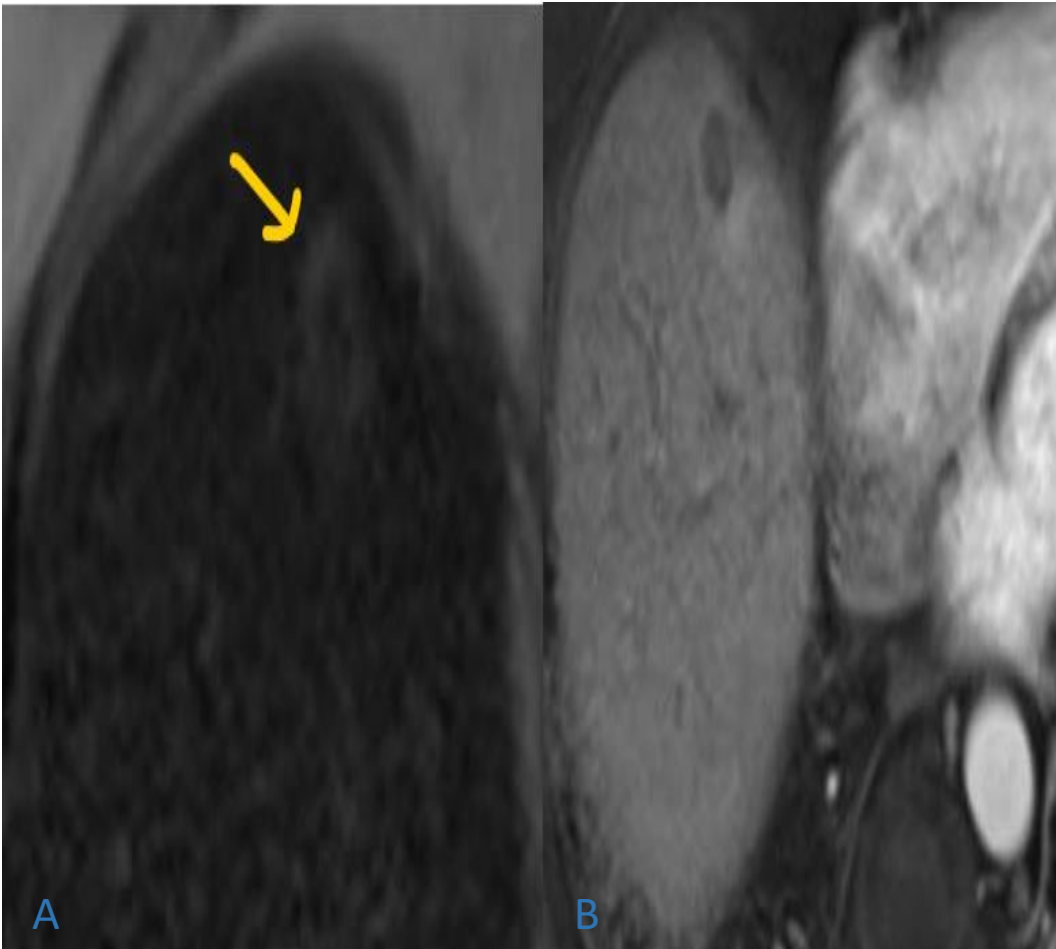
RM axial ponderada en T2 (A) obtenida 2 meses después de la ablación por radiofrecuencia de un carcinoma hepatocelular, que muestra un halo periférico hiperintenso (tejido tumoral aún viable) con un área central hipointensa correspondiente a necrosis coagulativa de la zona tratada. La RM axial ponderada en T1 (B), con administración de contraste y sustracción, muestra que la misma lesión no presenta realce y se asocia a un pequeño halo periférico hiperintenso. Sin embargo, la recurrencia tumoral fue detectada mediante PET-TC realizada el mes siguiente.
